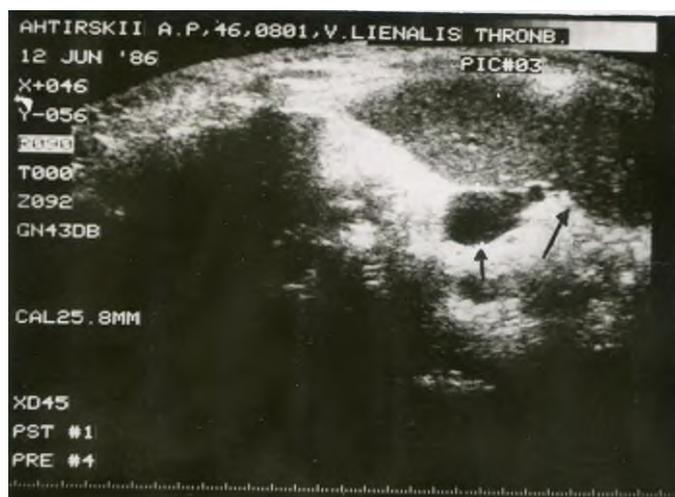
Больной Б., 50 лет. Диагноз: хронический панкреатит, киста поджелудочной железы. Вторичная СВПГ. Ультразвуковая компьютеризированная томография. Маленькой стрелкой отмечена киста
